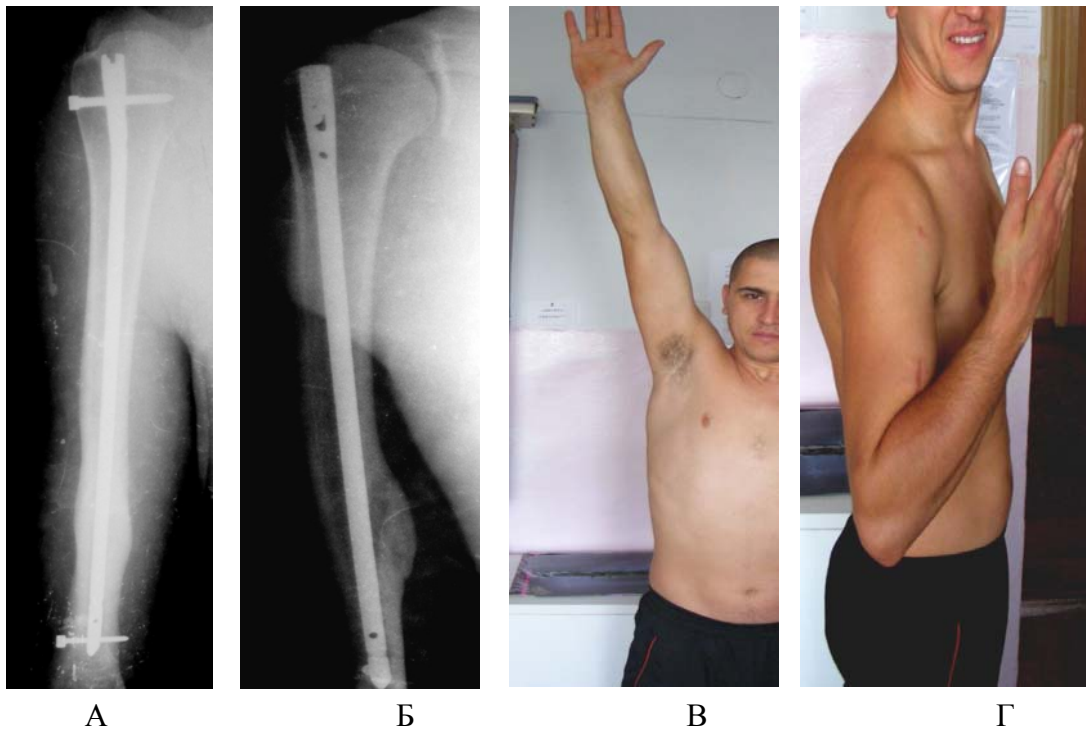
Віддалені результати хворого К., 1 рік 2 міс. після металоостеосинтезу: рентгенограма у прямій (А) та боковій (Б) проекціях; об'єм рухів у плечовому (В) та ліктьовому (Г) суглобах
